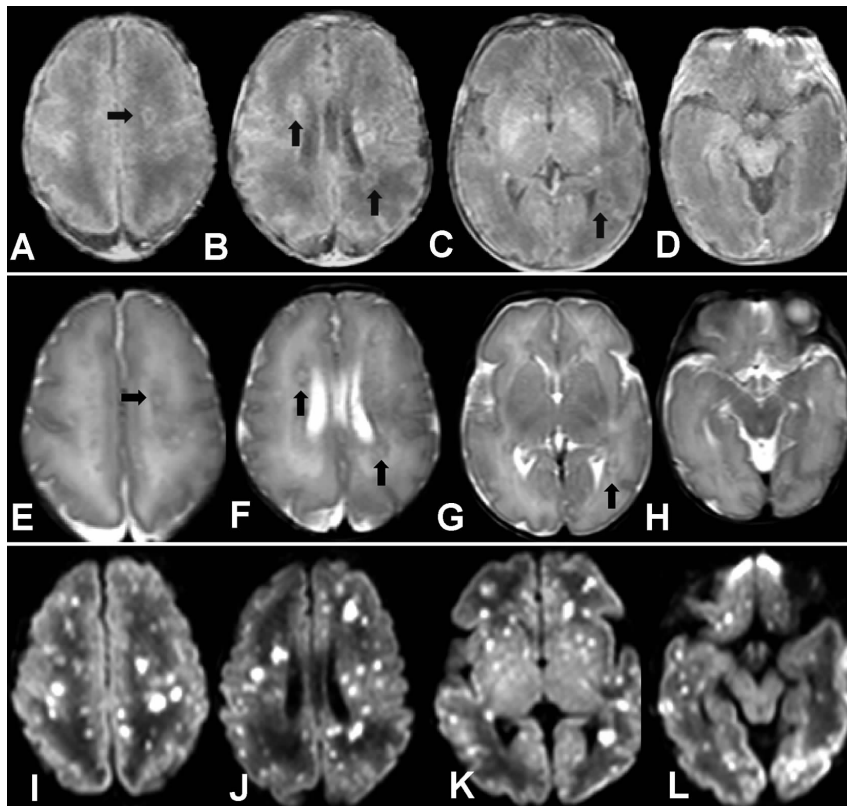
病例2感染后15 d MRI T1WI(A~D):半卵圆中心、脑室周围白质、基底节可见结节病灶呈高信号,部分呈环形结节,周边呈高信号,中央低信号(箭头所示);T2WI(E-H):信号改变与T1WI相反;DWI(I-L)提示受累范围更广,信号改变更明显,呈弥漫性结节样高信号。
